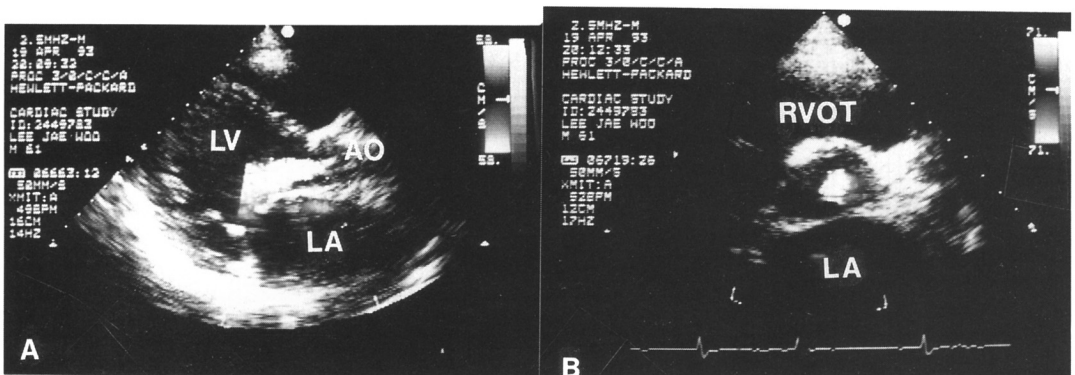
A : Parasternal long axis view of case #3 patient with color Doppler interrogation revealed severe grade of aortic regurgitation.
